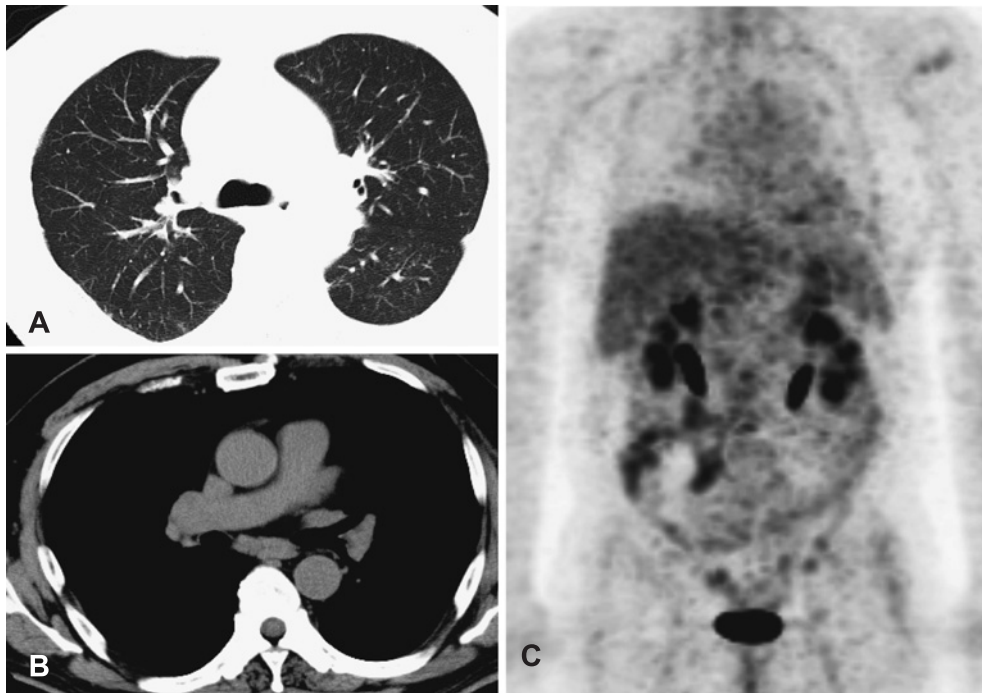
A) Chest CT obtained using lung window settings 2 months after treatment showing slightly improved diffuse small nodular opacities and subpleural nodules in the left upper lobe (S<sup>1+2</sup>). B) Chest CT obtained using mediastinal window settings 2 months after treatment showing improvement of bilateral and mediastinal lymphadenopathy. C) FDG-PET imaging 2 months after treatment showing no abnormal intense FDG uptake.
